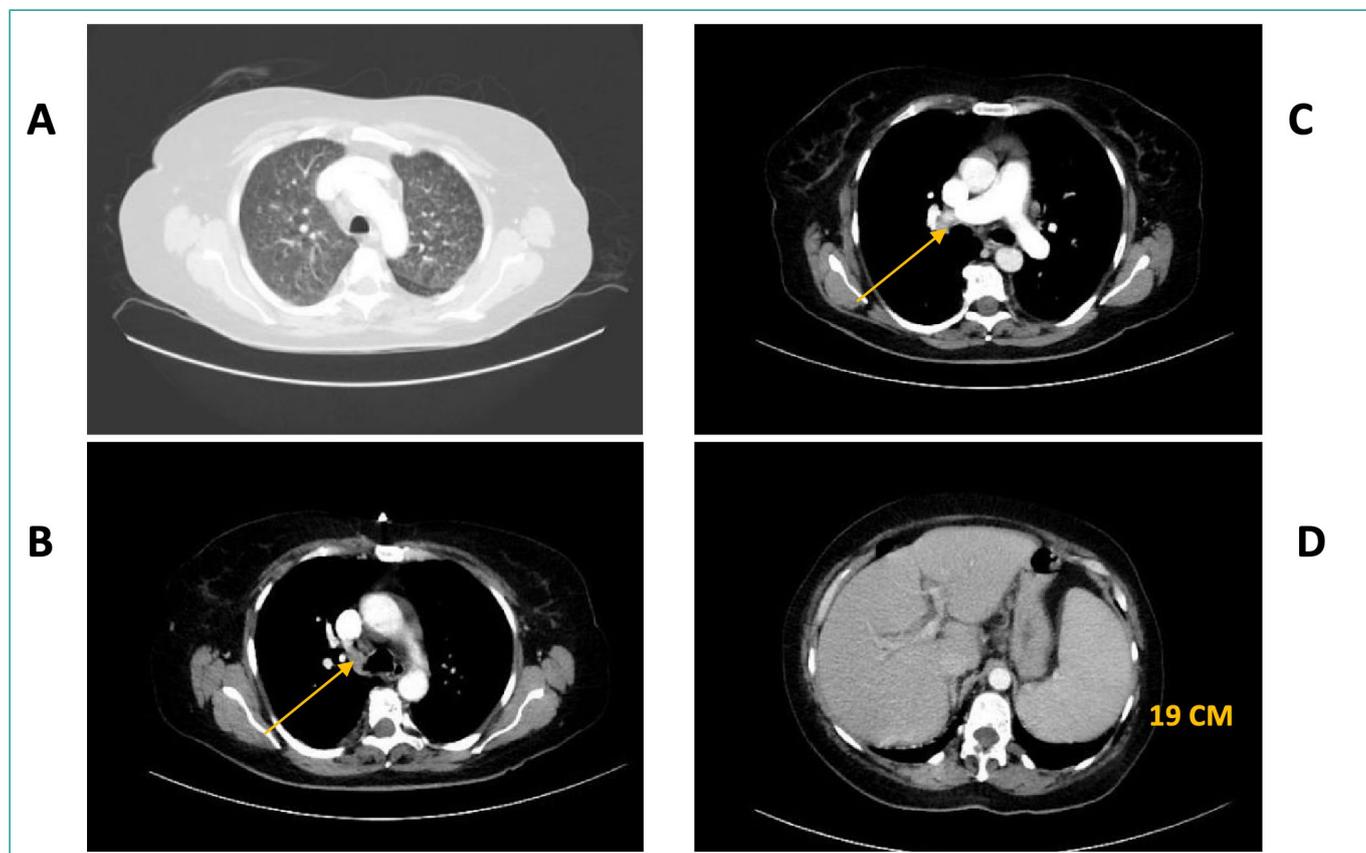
TC toraco-abdomino-pélvica. A. Patrón micronodular bilateral. B. Adenopatía paratraqueal derecha de 16 mm (flecha). C. Adenopatía hilar derecha de 10 mm (flecha). D Hepatoesplenomegalia con esplenomegalia homogénea de 19 cm.
